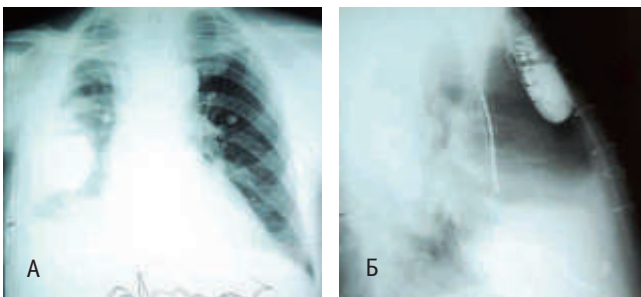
Рентгенограмма органов грудной клетки пациента О., 63 лет, от 20.05.2015. В положении стоя (А — прямая проекция, Б — боковая проекция).
